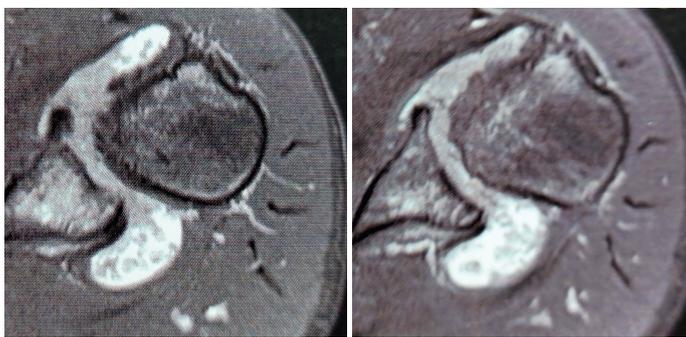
Imagens em T2 do corte axial da ressonância magnética do ombro esquerdo, evidenciando intensa sinovite, erosão da cabeça umeral e glenoide, e múltiplos corpos livres.
